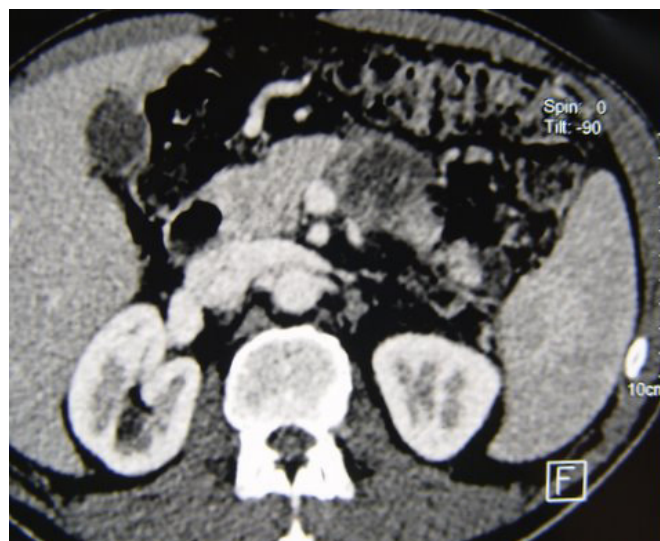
TC – Lesão cística em corpo e cauda do pâncreas.
